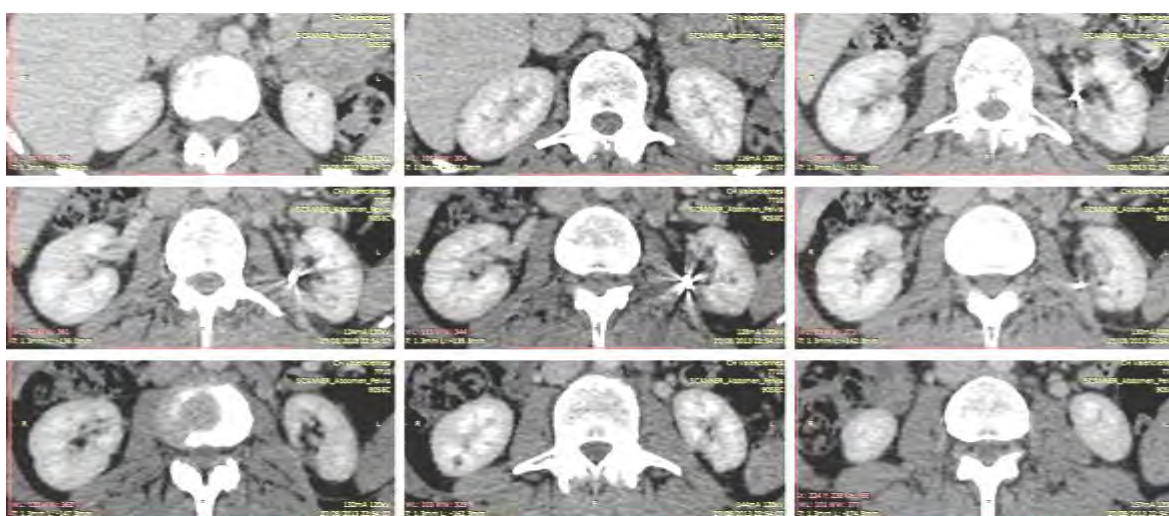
TDM de contrôle à 8 mois post embolisation
